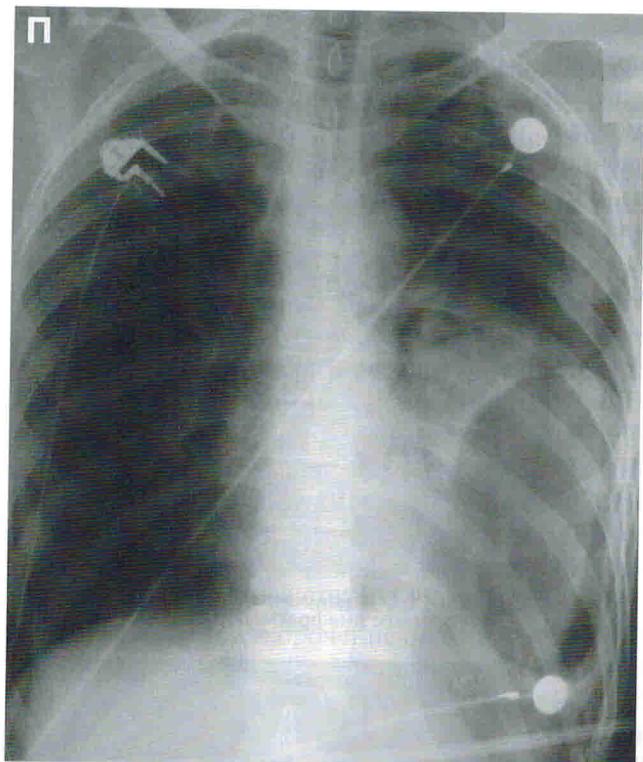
Рентгенограмма пострадавшего с разрывом диафрагмы слева. В левой плевральной полости определяется воздушная полость овальной формы (желудок).
